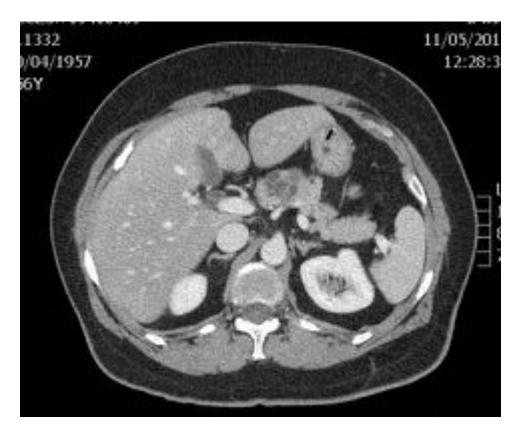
Mujer 57 años con sospecha de diverticulitis. En TC realizado en fase portal tras la administración de CIV se observa lesión quística en cuerpo pancreático con septos en su interior, confirmado por Anatomía patológica post resección como cistadenoma seroso microquístico
